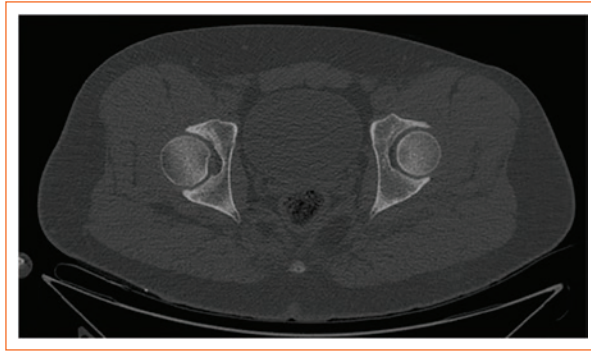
Computed tomography (CT) of the pelvis. Axial slice shows both femoral heads reduced and congruent, with no evidence of associated fractures or intra-articular fragments.
